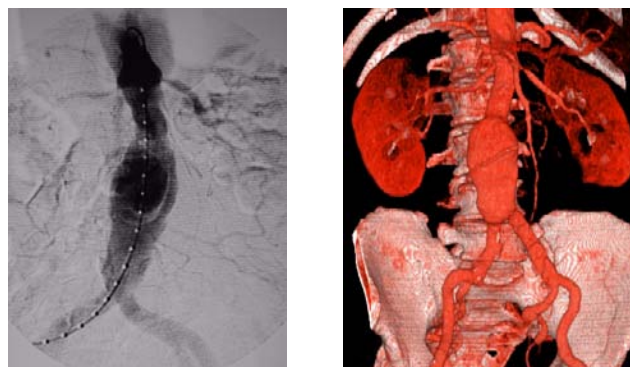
Visión comparativa entre un angiograma de un AAA y de una TAC con reconstrucción 3D.
